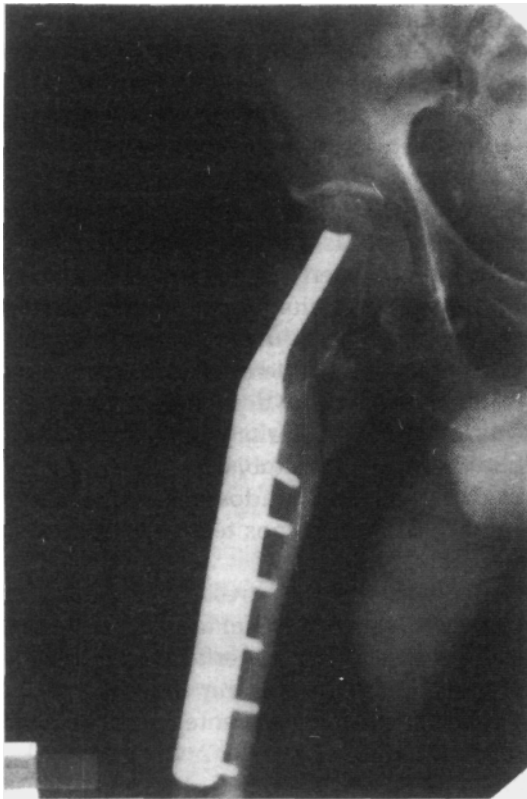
Radiografía de cadera con osteotomía de Sarmiento (perfil). Clavo placa de Jewett.
